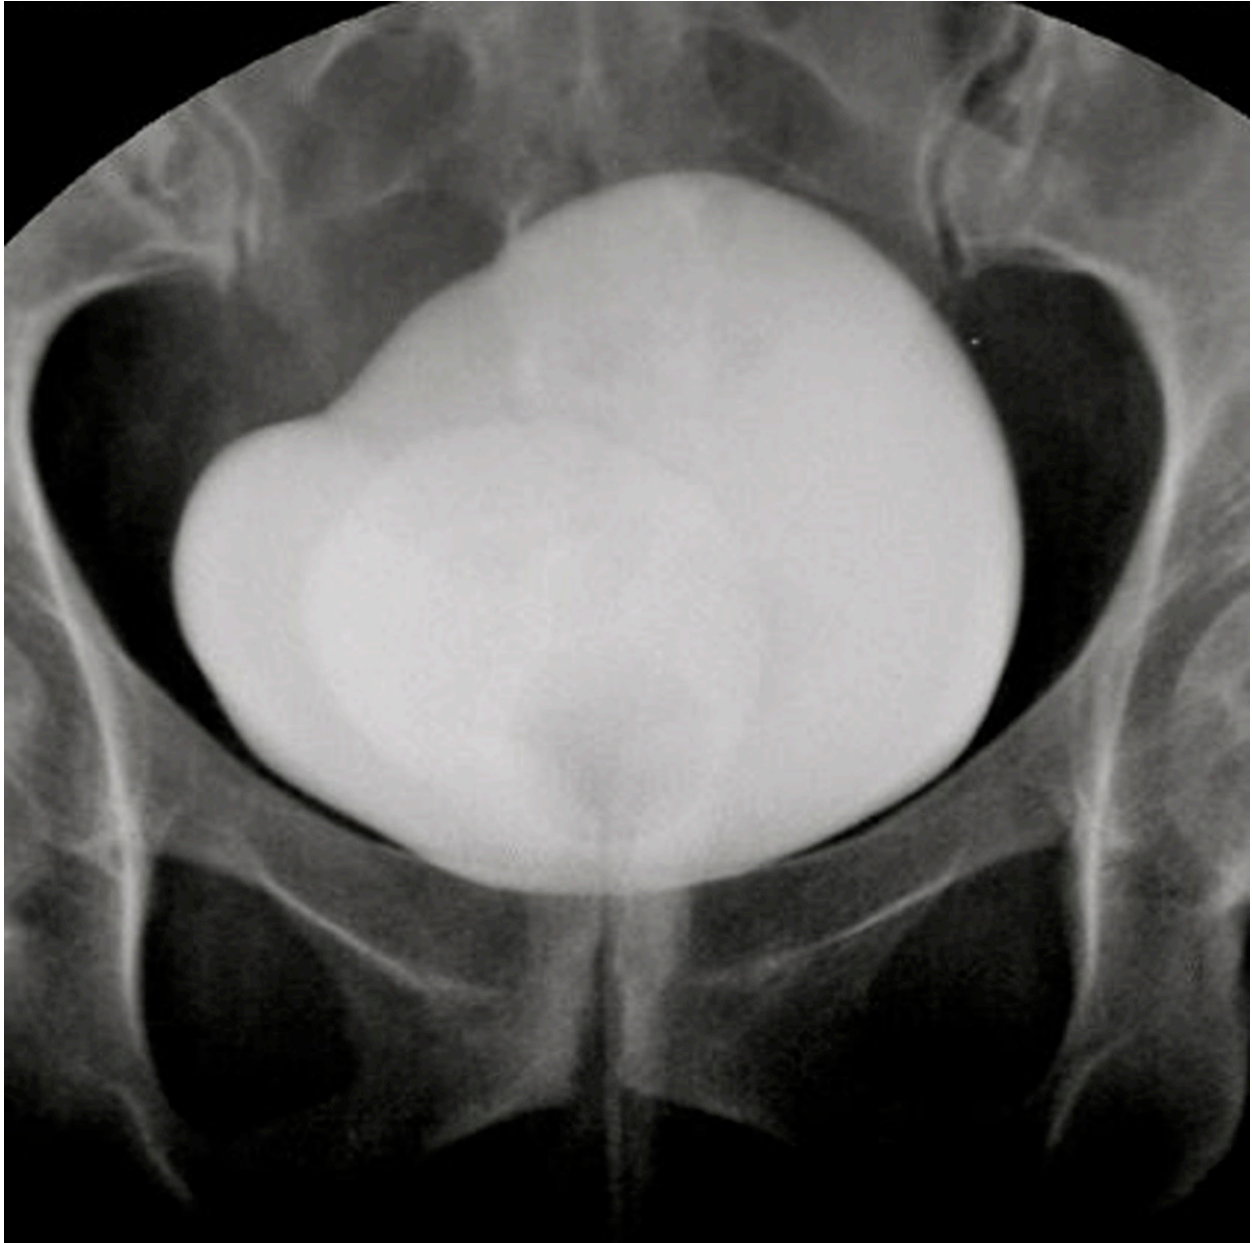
Proyección AP. Cistografía retrógrada con contraste iónico diluido en la que se observa relleno de cavidad vaginal desde vejiga. Fistula vésico-uterina (vésico-cervical), corroborada mediante ecografía.
